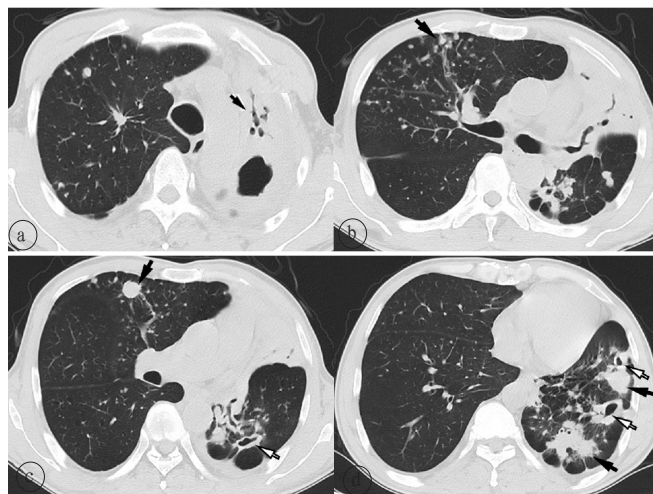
患者男, 60岁, 老年人DR-PTB。a. 胸部CT显示左肺上叶体积缩小, 呈大片状实变影, 其间见大小不等空腔形成, 左上毁损肺, 纵隔左移, 右上肺见散在结节影(黑箭); b. 左上肺大片实变, 其间见大小不等无壁空洞及扩张扭曲的支气管影, 右上肺叶见广泛增殖结节及树芽征(黑箭); c. 左上肺实变影, 左肺下叶支气管扩张扭曲, 且见空洞形成(白箭), 右上肺见实性结节影(黑箭), 实性结节周围见散在小结节影; d. 左肺下叶多发厚壁空洞(白箭)及结节状实变影(黑箭), 空洞内壁光滑, 纵隔向左移位, 左侧胸膜增厚粘连。
